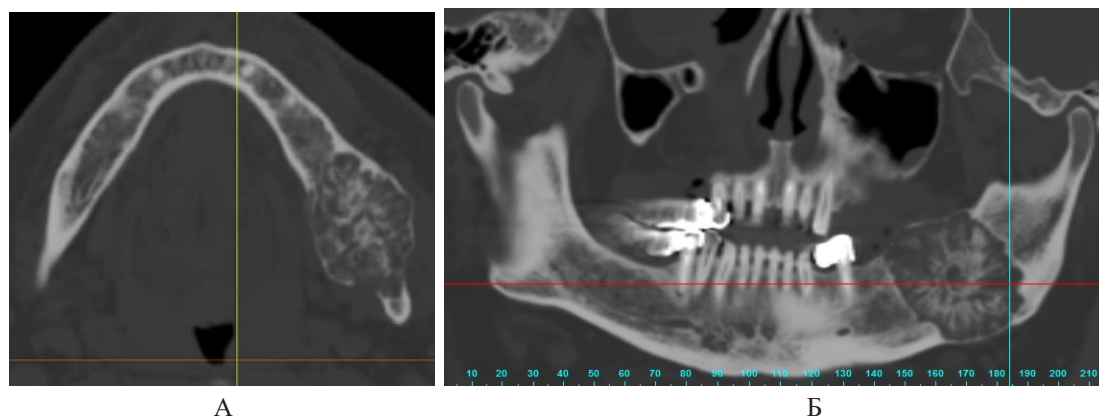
Пацієнт М. 60 років. Серія аксіального зрізу (А) та панорамного (Б) мультиспіральної комп'ютерної томографії
